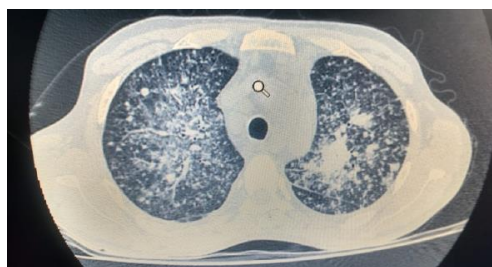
Patrón de vidrio esmerilado en Tomografía
